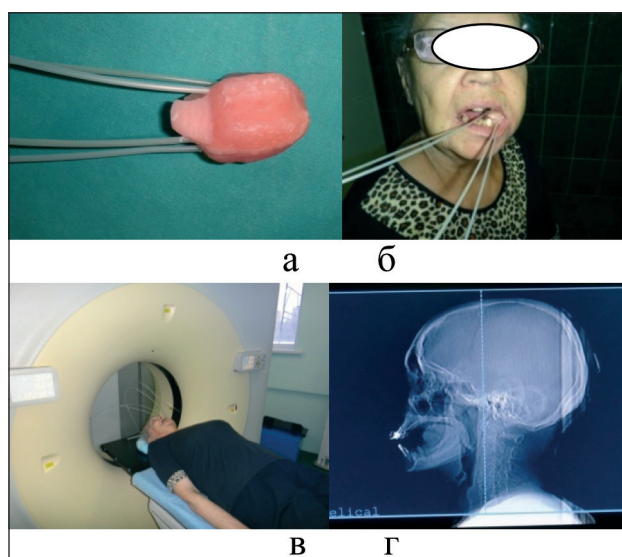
Аппликационная высокоомощная ЛТ: индивидуально изготовленный из мягких стоматологических масс «моулд» с размещенными интрастатами (а); «моулд» в положении лечения (б); РКТ-топометрия для контроля положения аппликатора (в); и рентгенограмма в сагиттальной плоскости с позицией «моулда» в полости рта (г)
